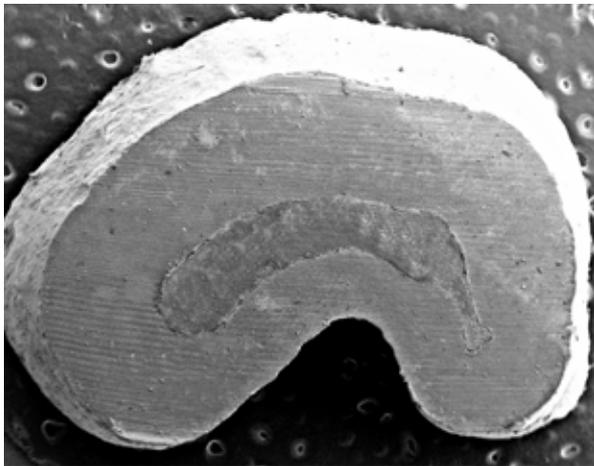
(A-B) – A) Radiografia inicial do molar inferior. B) Canal em “C” após PQC.
